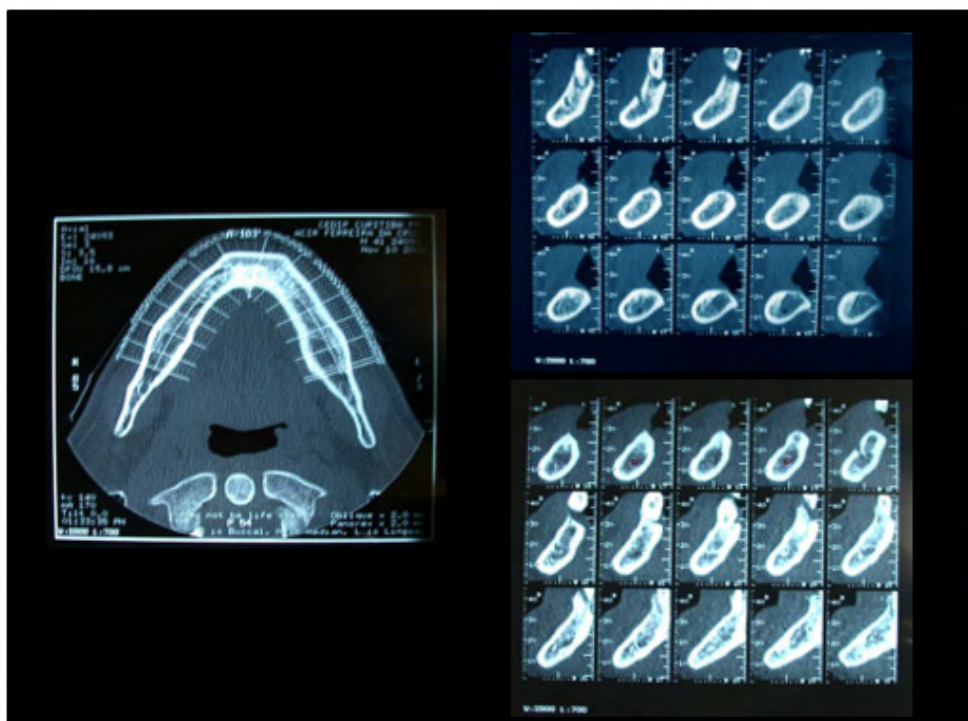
Tomografia inicial com cortes mandibulares utilizadas para planejamento do caso clínico.
